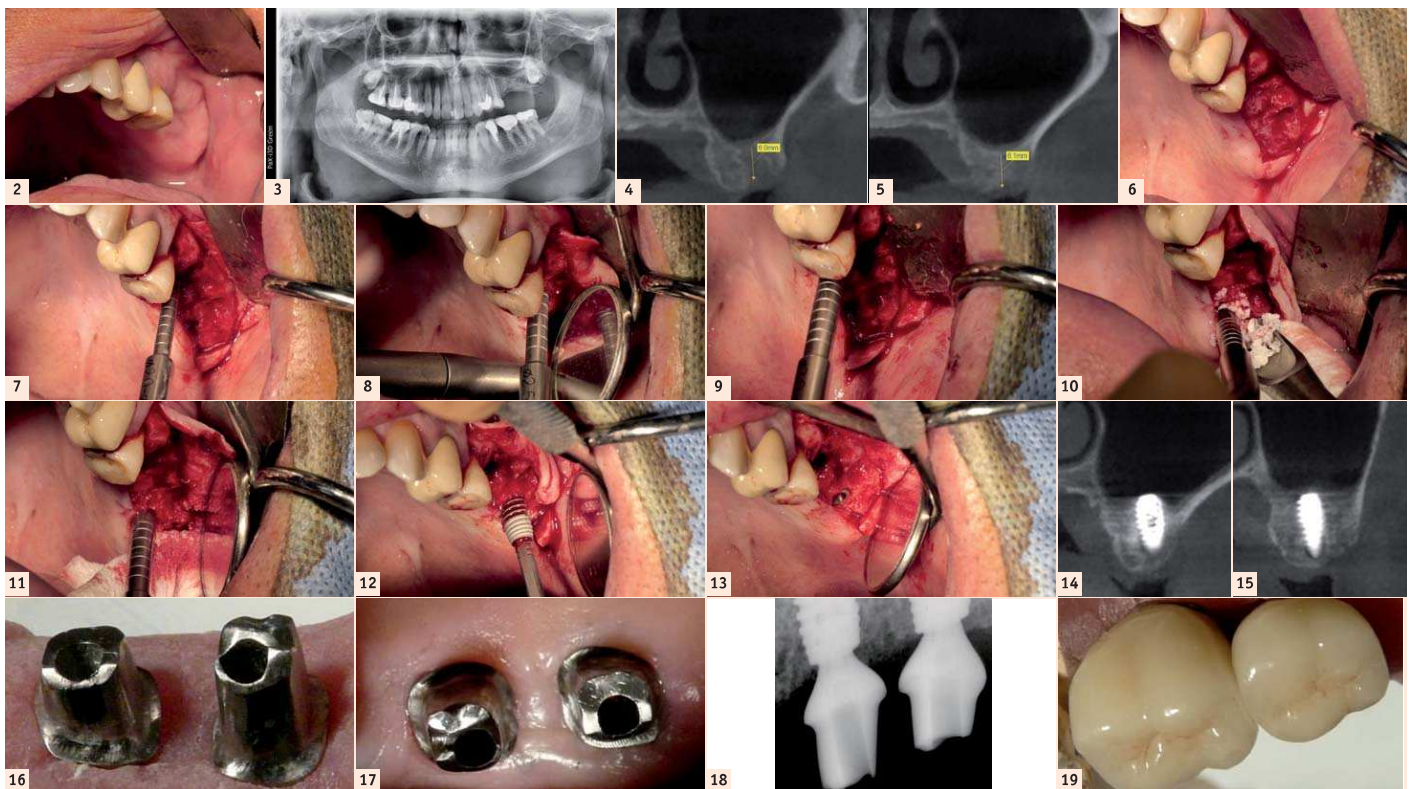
Vue clinique préopératoire. | Fig. 3: Panoramième préopératoire. | Figs. 4-5: Hauteur sous-sinusienne préopératoire en 26-27. | Fig. 6: Vue lambeau ouvert. | Fig. 7: 1<sup>er</sup> insert Osteo Safe (diamètre 2.0-2.8 mm). | Fig. 8 : 2<sup>ème</sup> insert Osteo Safe (diamètre 2.5-3.3 mm). | Fig. 9 : 3<sup>ème</sup> insert (diamètre 3.0-3.9 mm). | Fig. 10 : Comblement biomatériau. | Fig. 11 : Soulèvement de la membrane par condensation. | Fig. 12 : Pose de l'implant. | Fig. 13: Implant en place. | Figs. 14-15: Volume osseux stable à l'apex de l'implant en 26-27. | Fig. 16: Piliers personnalisés Simeda. | Fig. 17: Piliers sur-mesure en bouche. | Fig. 18: Contrôle radiographique des piliers sur-mesure. | Fig. 19: Couronnes céramo-métalliques.
